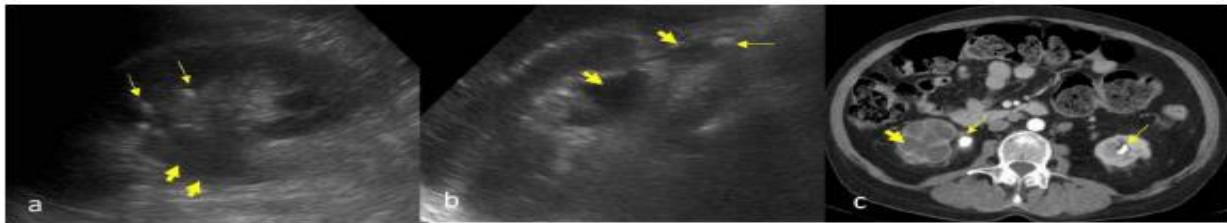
a) USG shows multiple echogenic calculi in renal calyces (thin arrow) along with hydronephrosis (short thick arrow). b) shows a calculus in proximal ureter (thin arrow) with upstream hydronephrosis (short thick arrow). c) CECT of another patient shows a hyperdense calculus in left renal calyx and right pelvi-ureteric junction (thin arrow) leading to gross hydronephrosis (short thick arrow).
